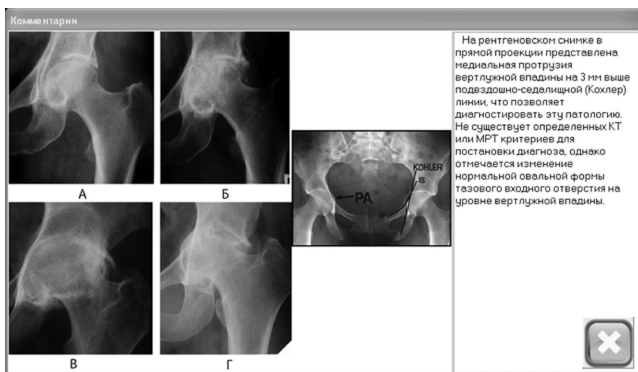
Комментарии к признаку «Протрузия тазобедренного сустава»
